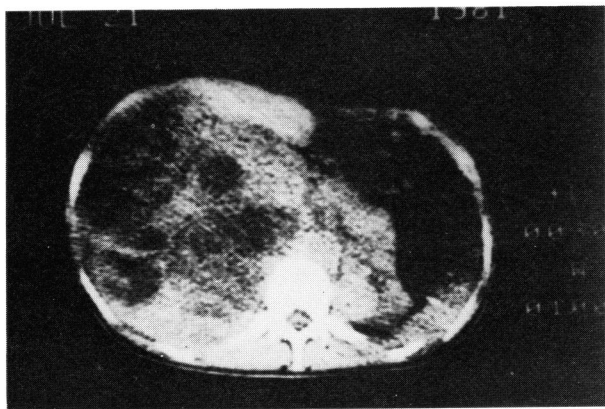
症例2のCT像. 右副腎部の大きな充実性腫瘍に加え, 左副腎部に数個の円形陰影をみとめる
